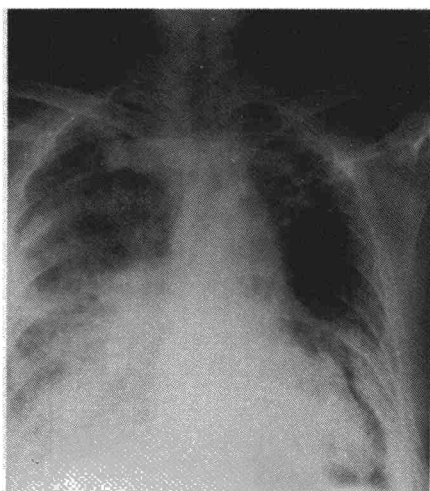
Radiografía de tórax en el momento del ingreso.
